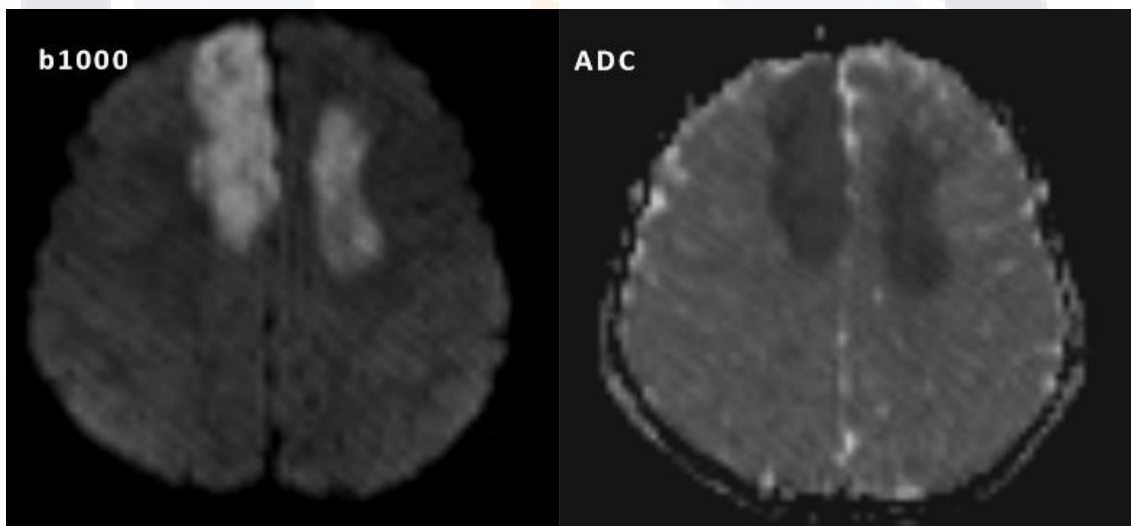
DWI y mapa ADC en un paciente con ECV isquémico de 4 horas de evolución. Se observa área de hiperintensidad en centro semioval hacia la convexidad y la misma área con baja sea en el mapa de ADC. Tomado de Radiology. 2002 Aug;224(2):353-60.
